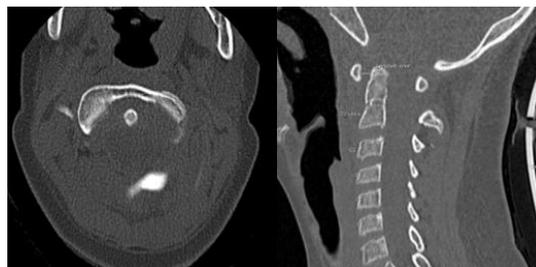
Tomografía de columna cervical simple – Aumento de la distancia (ADI) entre el arco anterior de C1 y la apófisis odontoides. Fuente: Imagen del autor.
